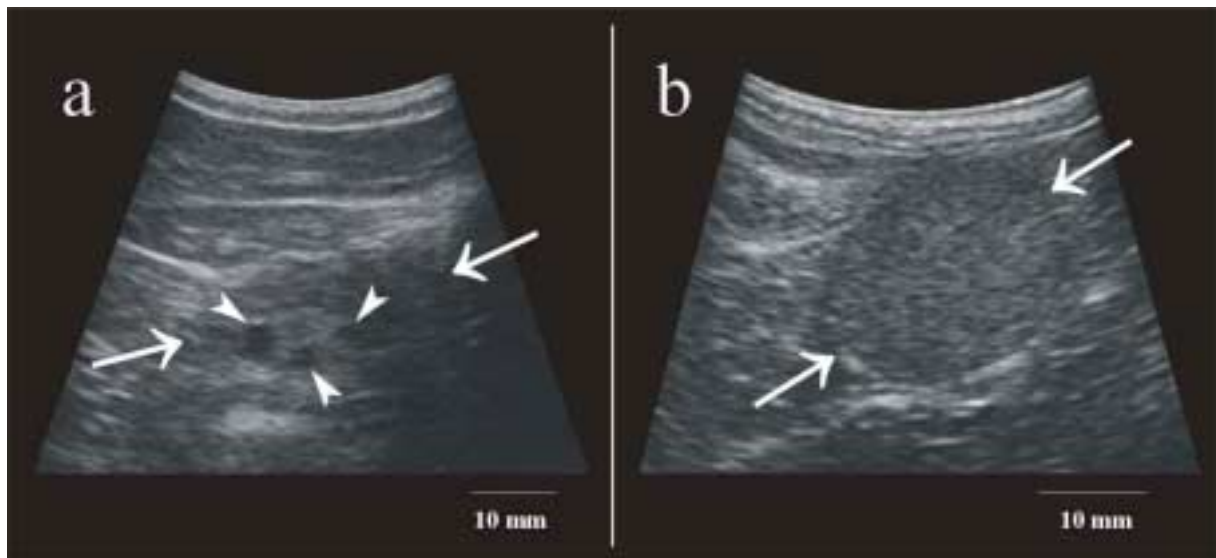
Ultrasonographische Darstellung von (a) der Vagina (➤➤) mit Zysten (↑), (b) der Portio vaginalis cervicis (➤➤) mit dem zapfenförmig in die Vagina ragenden äußeren Muttermund (↑), (c) der sich als gewundener Kanal darstellenden Cervix (↑) und (d) dem Uterus (➤) mit deutlichem Mittelecho (↑).
